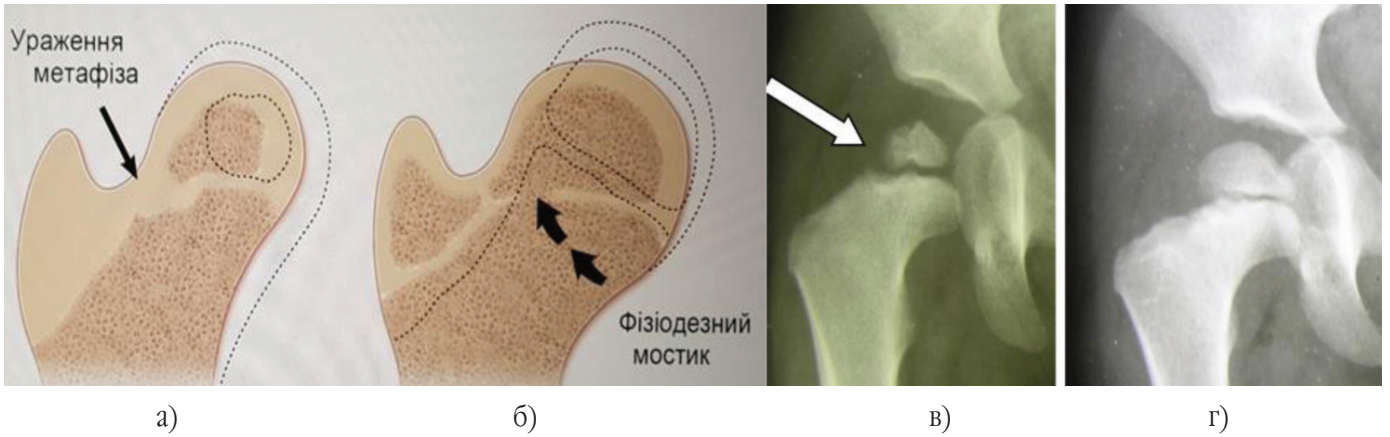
Розвиток ПВС при 2 типі АНГСК за Buchholz-Ogden: а, в) початкові рентгенометричні прояви з ураженням латеральних ділянок головки та шийки стегнової кістки (показано стрілкою) у дитини 11 міс. після лікування вродженої дисплазії правого кульшового суглоба в шині типу Гнівковського; б, г) наслідки АНГСК з утворенням епіметафізарного кісткового мостику й формуванням вальгусної інклинації головки у цієї ж дитини у віці 5 років. Пунктиром показаний розвиток ПВС у нормі
